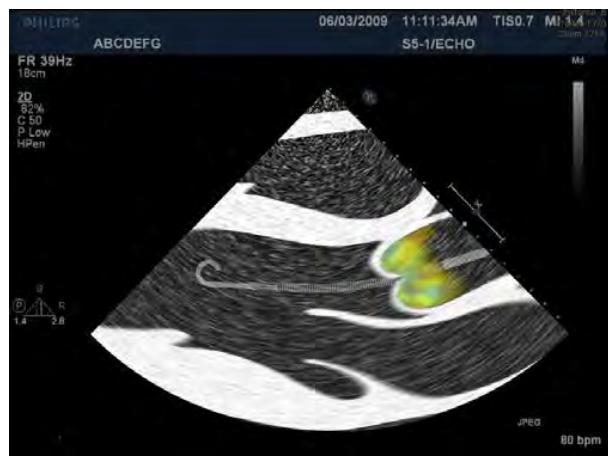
Correct Impella Catheter Position (Color Doppler TTE)
